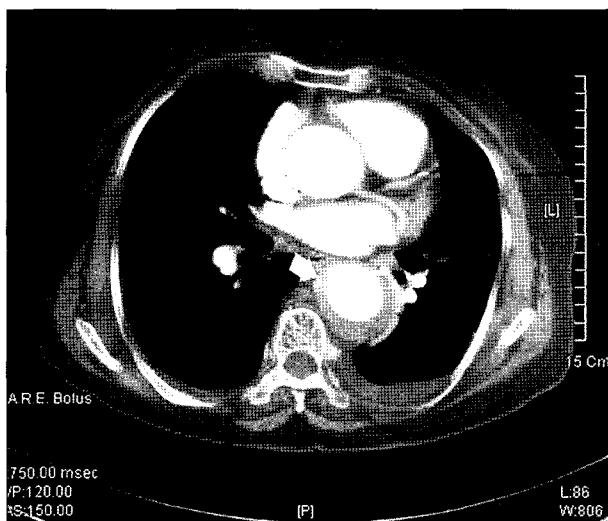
Follow up chest CT on the 7th Hospital day. It showed increased diameter of the descending thoracic aorta, depth of the intramural hematoma and suspected contrast dye leakage (arrow).
